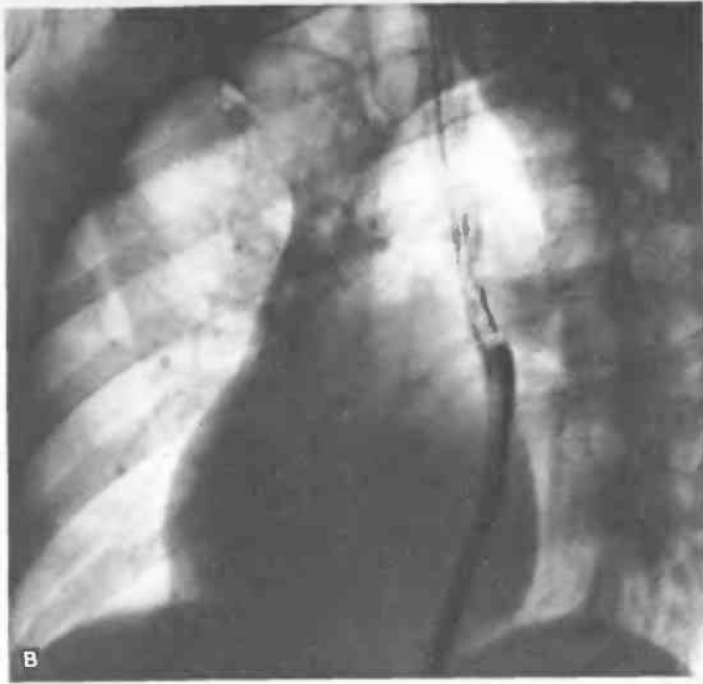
К заданию 23. Рентгенограммы сердца в прямой (а), правой косой (б) и левой косой (в) проекциях.
